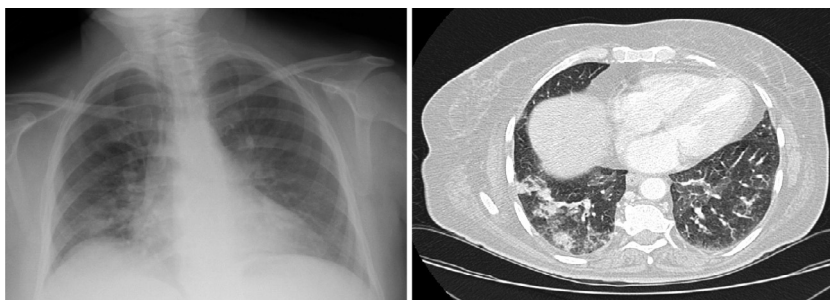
A) La radiografía de tórax en proyección posteroanterior muestra infiltrados alveolares bilaterales de predominio en la base pulmonar derecha. B) La TCAR torácica muestra infiltrados pulmonares bilaterales de predominio en los lóbulos inferiores, inespecíficos desde el punto de vista radiológico.
